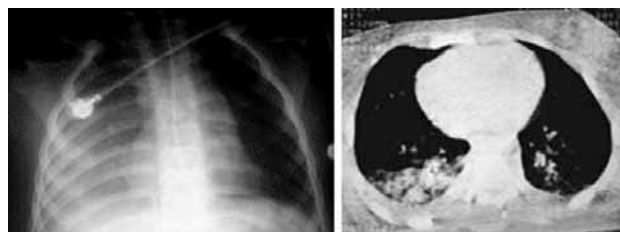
Radiografía de tórax y TC torácico de paciente con contusión pulmonar.
